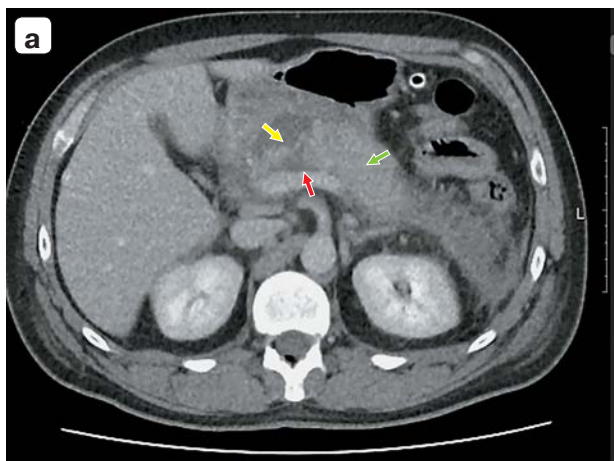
Компьютерные томограммы. Полный поперечный некроз в области шейки ПЖ: а – 8-е сутки болезни; б – 20-е сутки. Стент в ППЖ указан желтой стрелкой.
